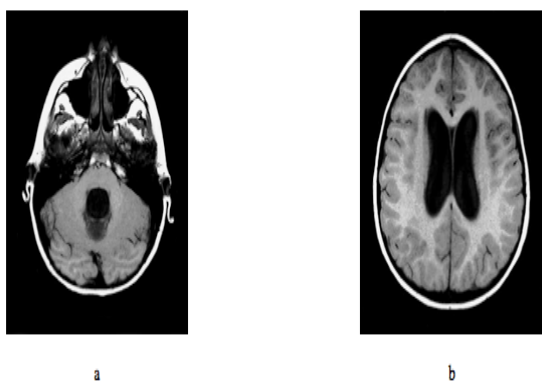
MRI kepala potongan axial, tampak terlihat dilatasi dari sistem ventrikel¹⁵
